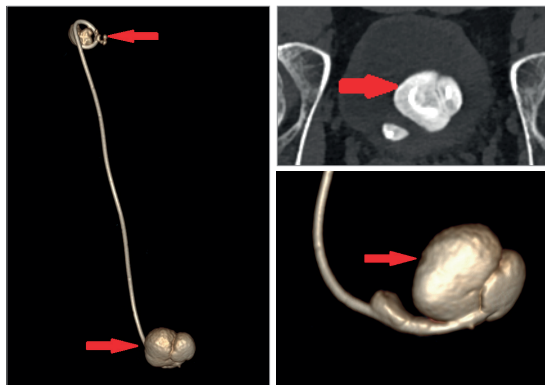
Компьютерная томография. Красная стрелка — массивная инкрустация проксимального и дистального завитка внутреннего стента
